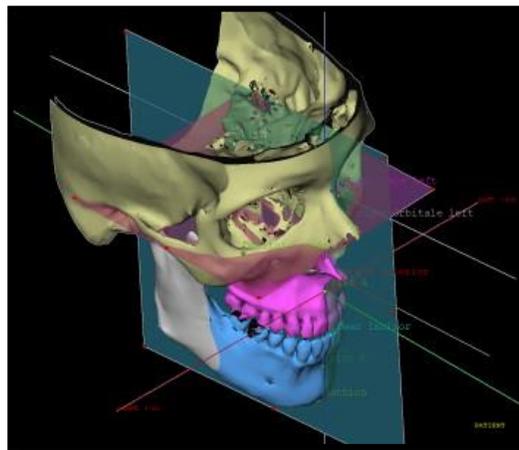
Tomografía CBCT<sup>17</sup>
